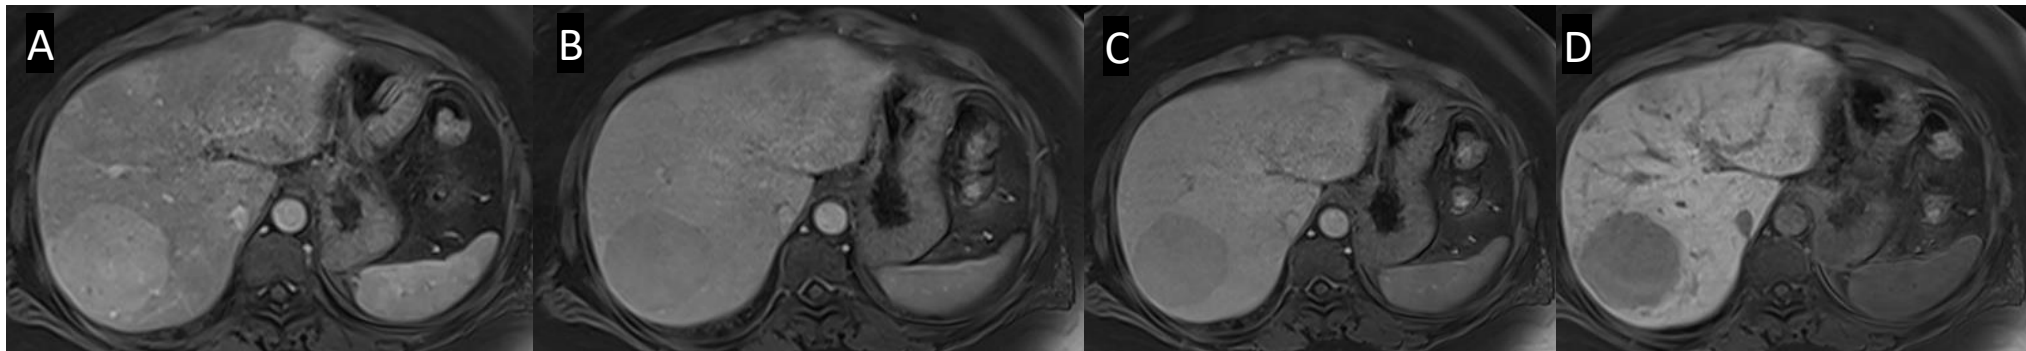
A, B, C y D (T1): RM de hígado con Primovist, fase arterial, venoso, intersticial y hepatobiliar. Lesión hiperintensa en fase arterial, que presenta lavado en fases posteriores y es hipointensa en fase hepatobiliar en paciente mujer en tratamiento con anticonceptivos. Hallazgos en relación con adenoma.
